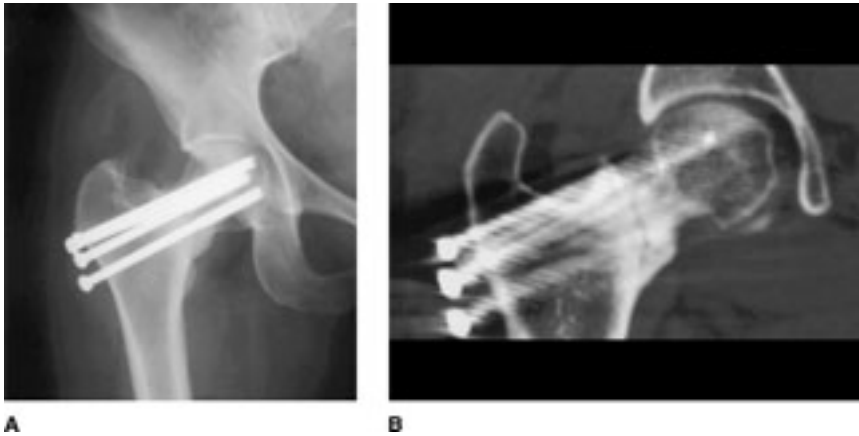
A, Radiografía anteroposterior en la que se evidencia una pseudoartrosis de cuello femoral en una mujer de 35 años. La paciente presentó dolor a la marcha durante más de 1 año tras la osteosíntesis de su fractura. Nótese la alineación en varo y la salida de los tornillos canalados. B, Imagen coronal de TC en la que se confirma la pseudoartrosis.
